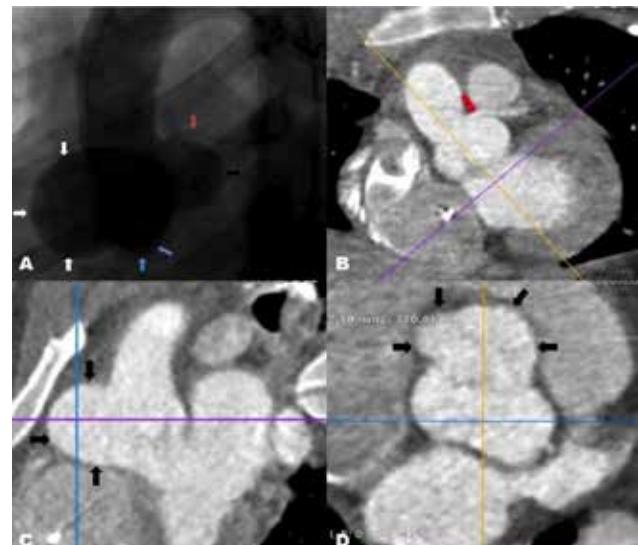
Computed tomography angiography images a) right (white arrows) and left (black arrow) sinus of Valsalva aneurysm, b) left main coronary artery (arrow), c) coronal view showing right sinus of Valsalva aneurysm (arrows), d) axial view showing right sinus of Valsalva aneurysm (arrows).
